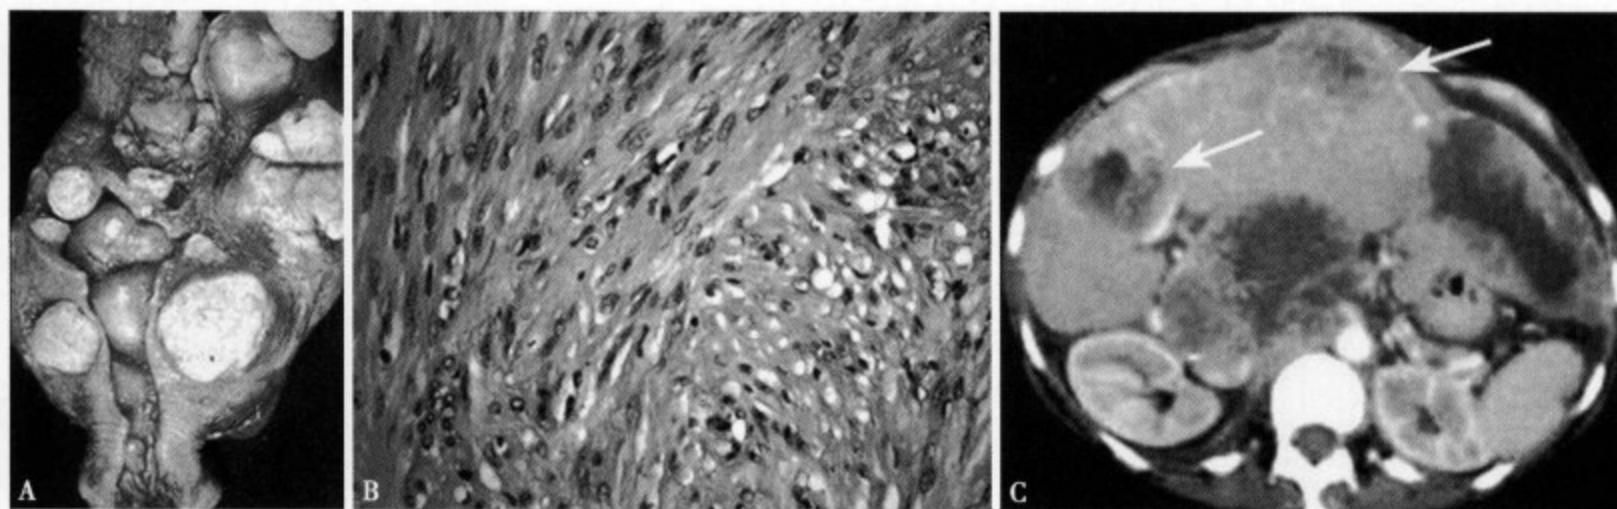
(A) 肝内多发性大小不一的圆形、类圆形结节, 边缘光整、清楚, 无明显包膜, 部分可有不完整假包膜, 内无明显液化坏死; (B) 可见分化成熟的平滑肌细胞交错排列, 细胞核大小不一, 但无核分裂现象; (C) 增强 CT 动脉期、门静脉期肿瘤显示轻度均匀性强化, 以边缘部为主, 中心部强化不明显
